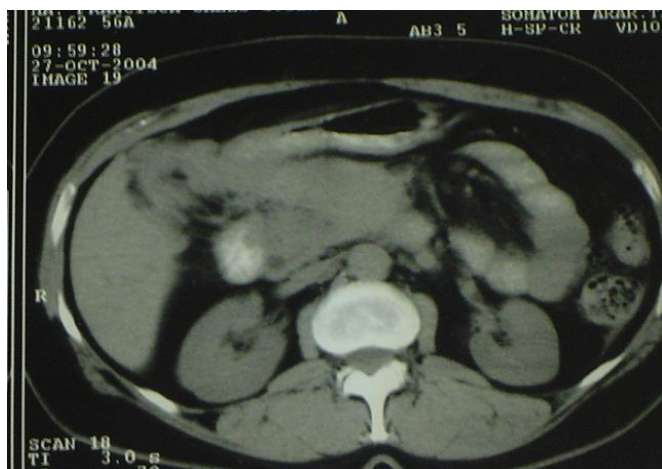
Tomografia computadorizada de abdômen anterior à corticoterapia.
